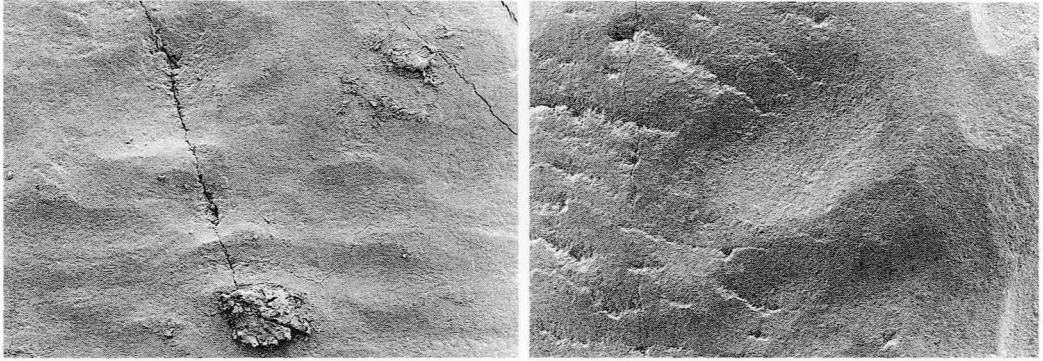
強い使用圧での超音波スケーラー使用後の歯面 SEM 像（×50）
